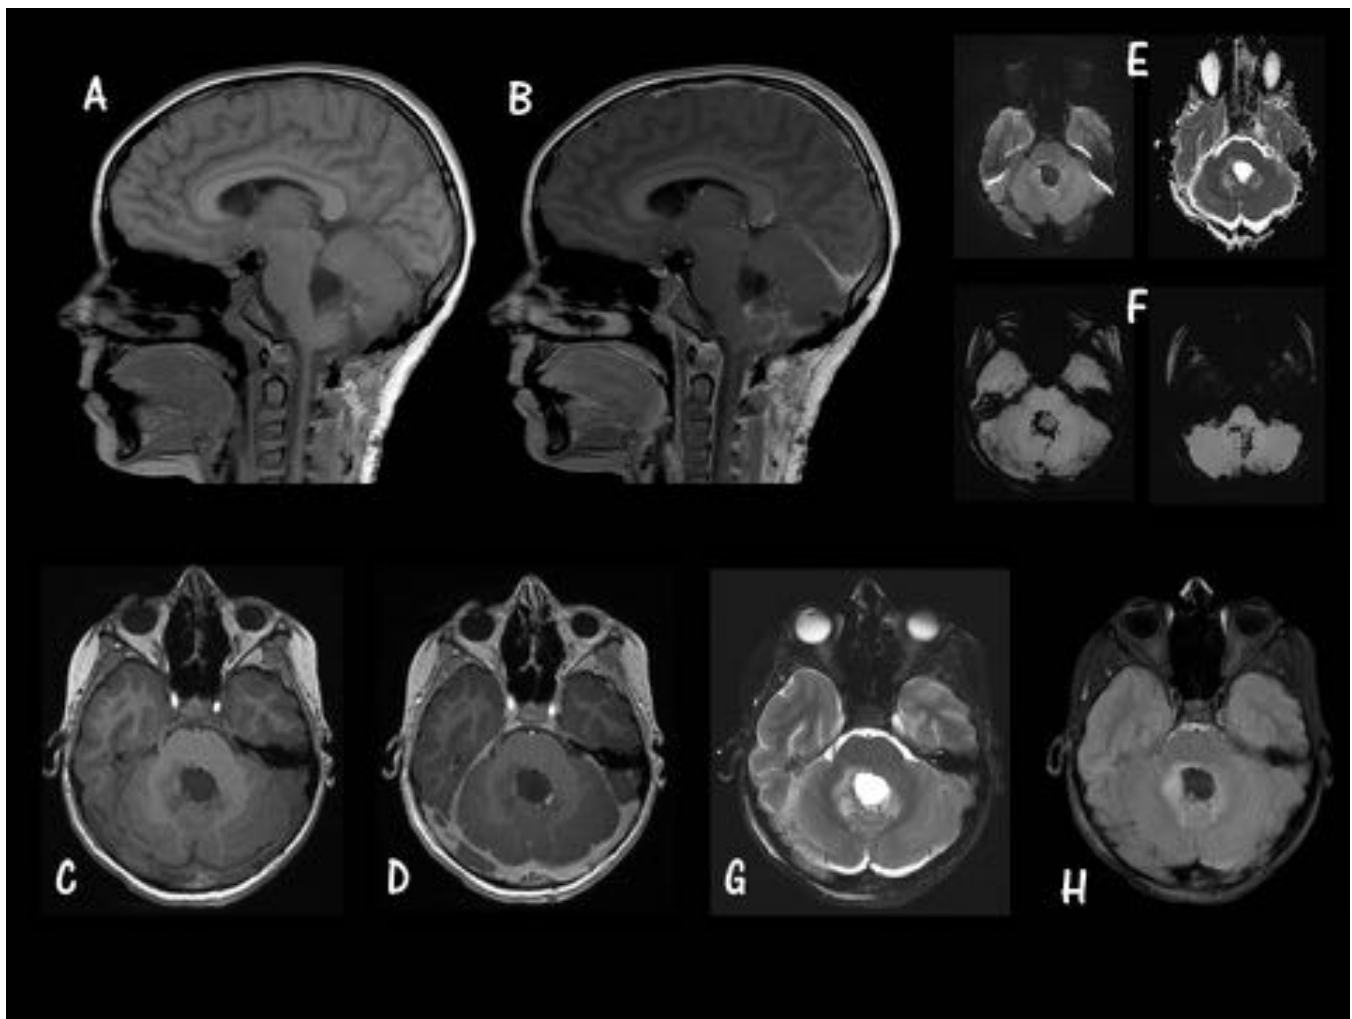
MB Subgrupo WNT. Caso 3. A. Sagital T1 sin GD. B. Sagital T1 con GD. C. Axial T1 sin GD. D. Axial T1 con GD. E. Difusión (izquierda) y ADC (derecha). F. SWI. G. Axial T2 FS. H. FLAIR Masa en fosa posterior localizada a nivel de los pedúnculos cerebelosos, con discreto realce tras la administración de CIV (B y D), discreto edema peritumoral (H) y con áreas de sangrado en el interior (figura F); hallazgos compatibles con MB subgrupo WNT.
